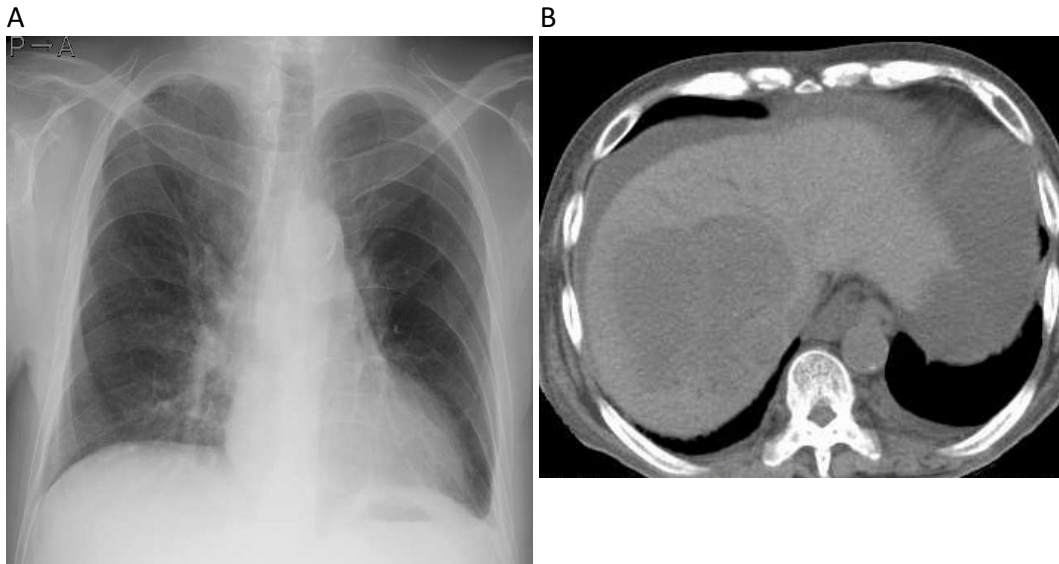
Chest X-ray (A) and computed tomography (B) before chemotherapy.
